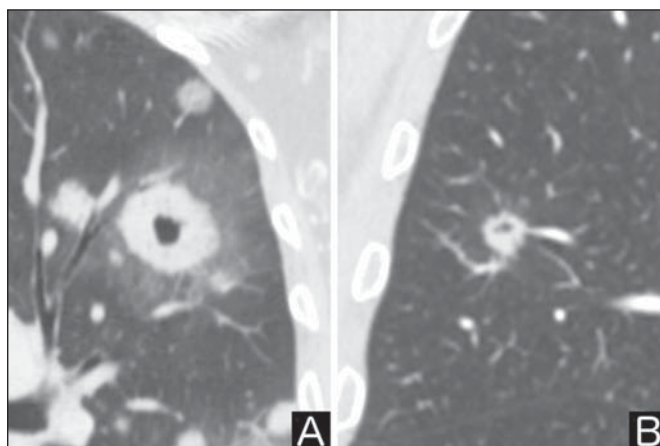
Escavação. TC de tórax em janela pulmonar. A: Nódulos pulmonares múltiplos, o maior deles com escavação central. B: Nódulo de contornos irregulares, com pequena escavação.
